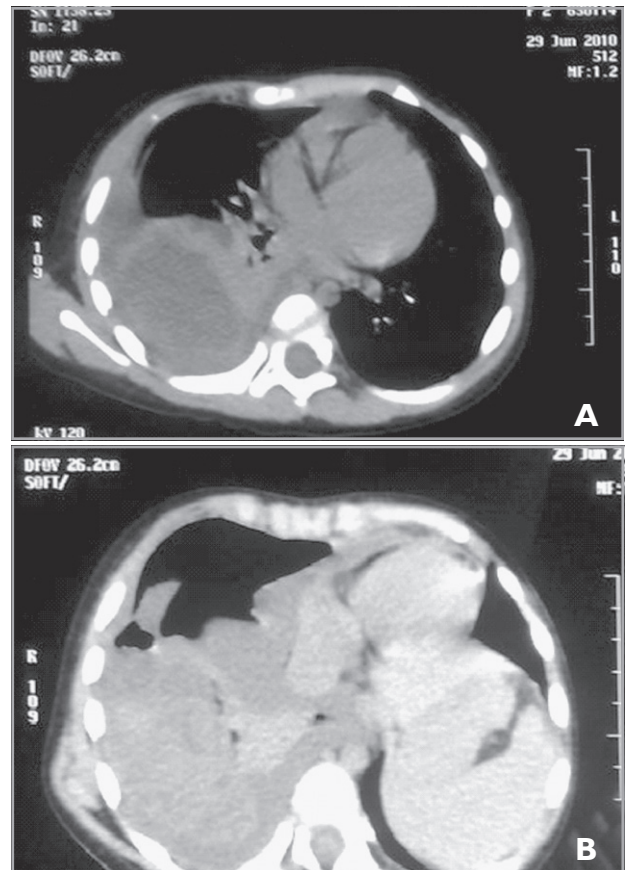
Tomografía torácica (corte axial) muestra imagen tumoral de aspecto quístico ubicado en región posterior de hemitórax derecho que desplaza parcialmente mediastino hacia lado contralateral asociada a efusión pleural hemitórax derecho.
